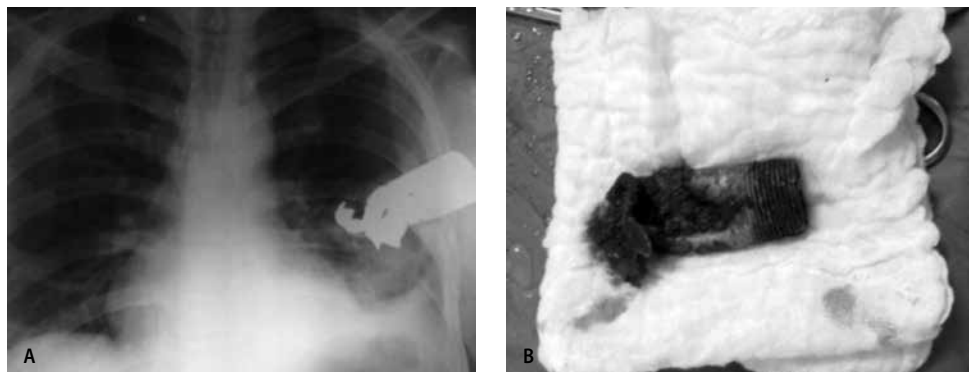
A. Radiografía de tórax que muestra un fragmento metálico de tubo de grifería por artefacto explosivo improvisado. B. El fragmento una vez que se ha extraído.
